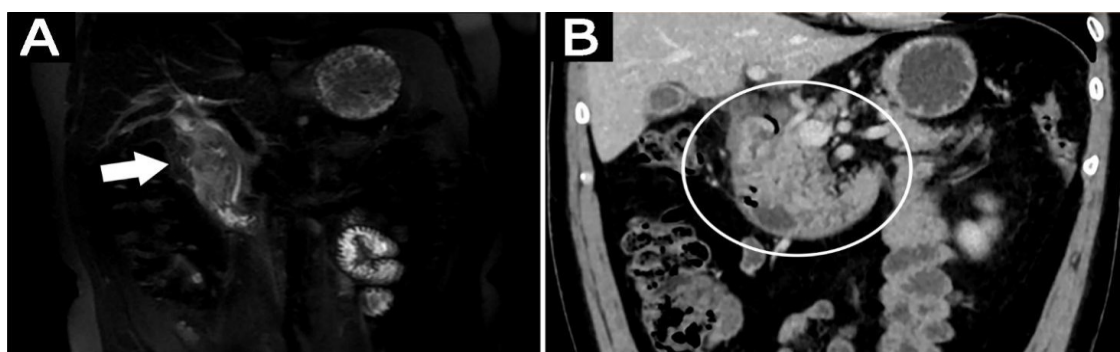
A: RM coronal: Inflamación periduodenal que se extiende a lo largo de la vía biliar (flecha blanca). B: TC coronal: Engrosamiento duodenal (círculo blanco).
